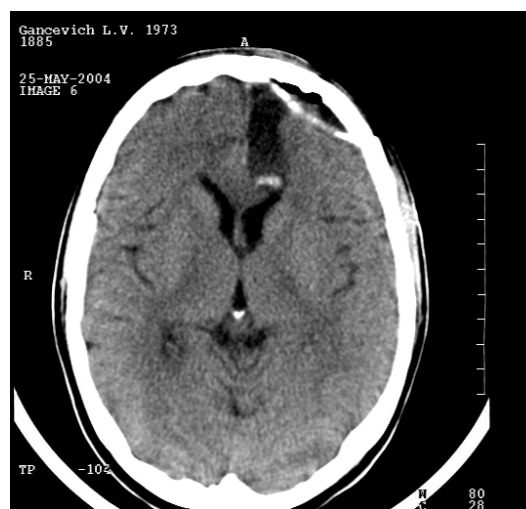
КТ ложа удаленной опухоли после пластики дефекта переднего рога бокового желудочка
